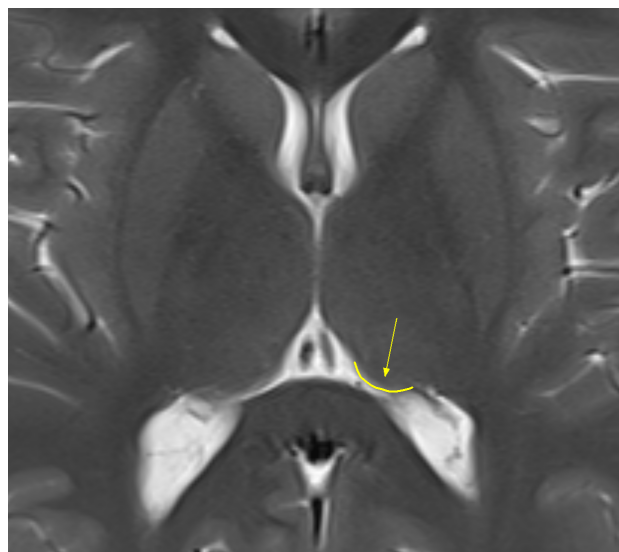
Imagen axial de resonancia magnética ponderada en T2-TSE (Turbo spin-eco). La flecha amarilla señala imagen lineal curvilínea que corresponde al pulvinar del tálamo izquierdo.
